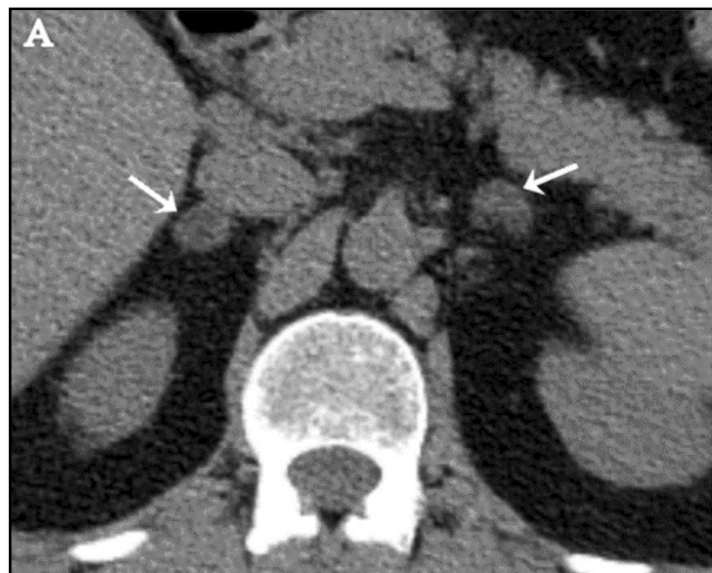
TDM d'adénomes surrénaliens bilatéraux [41].
